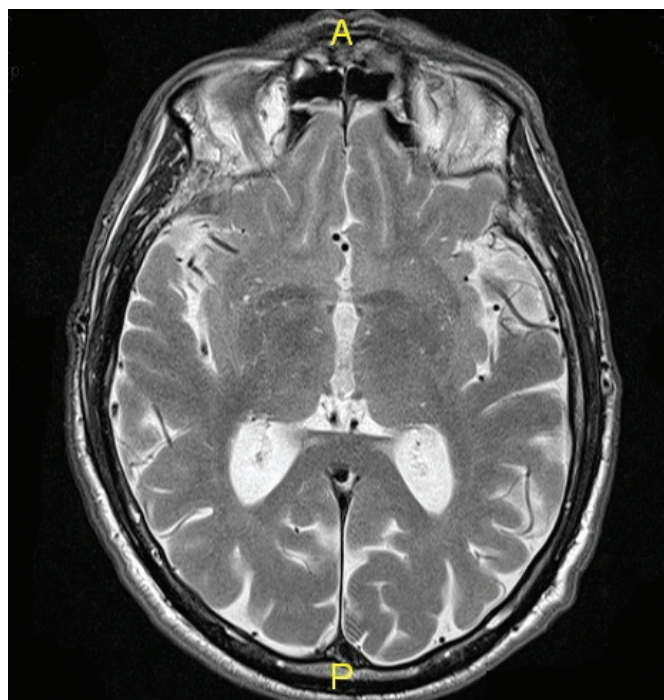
T2W preoperative Magnetic resonance imaging
